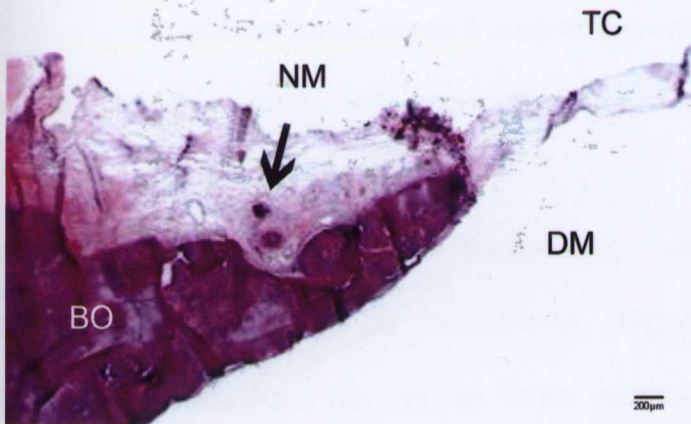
GI 120D HE. Borda óssea com proliferação óssea reparativa estável. Legenda: Tecido conjuntivo (TC); Dura-máter (DM); Borda óssea (BO); Núcleo de mineralização (NM).
